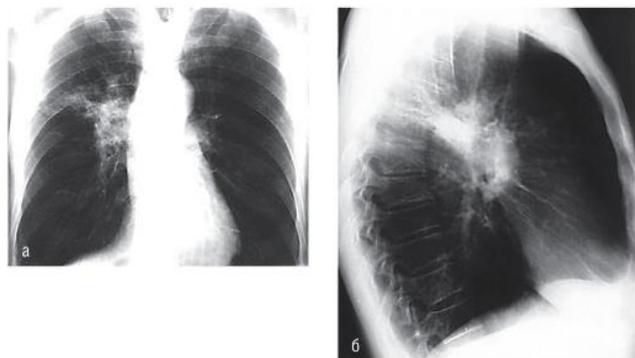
Рентгенограммы легких в прямой (а) и боковой (б) проекциях больного, 63 лет
